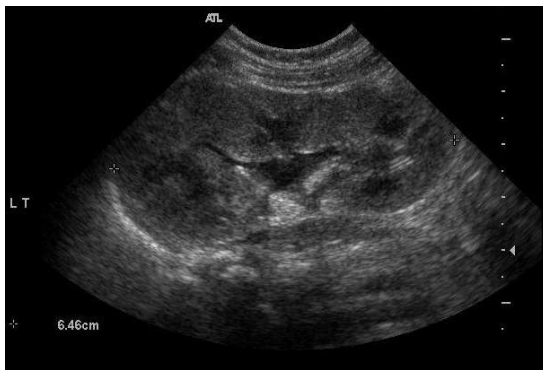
Ultrasonography shows 6.4 centimeter sized enlarged left kidney with mild hydronephrosis.
